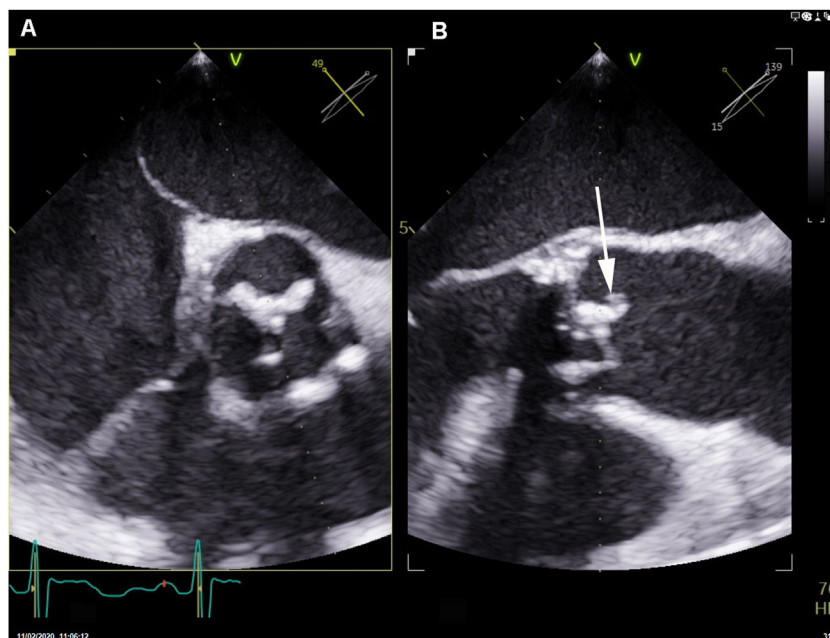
Ecocardiografía transesofágica. A) Eje corto: engrosamiento de los velos de la bioprótesis. B) Tracto de salida del ventrículo izquierdo: masa anclada en el velo de la bioprótesis (flecha).
